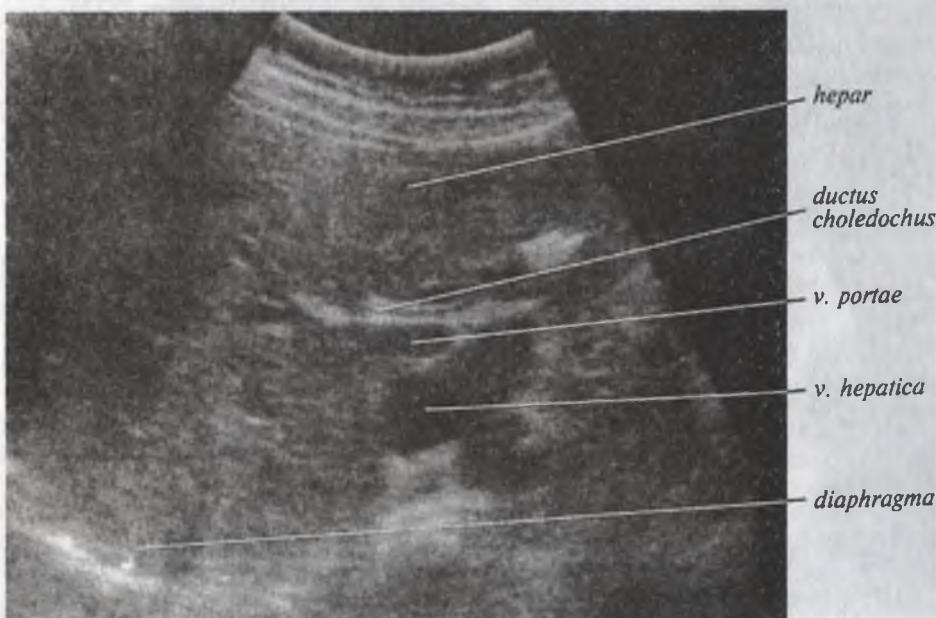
Ультразвуковая томограмма печени. Срез через общий желчный проток
